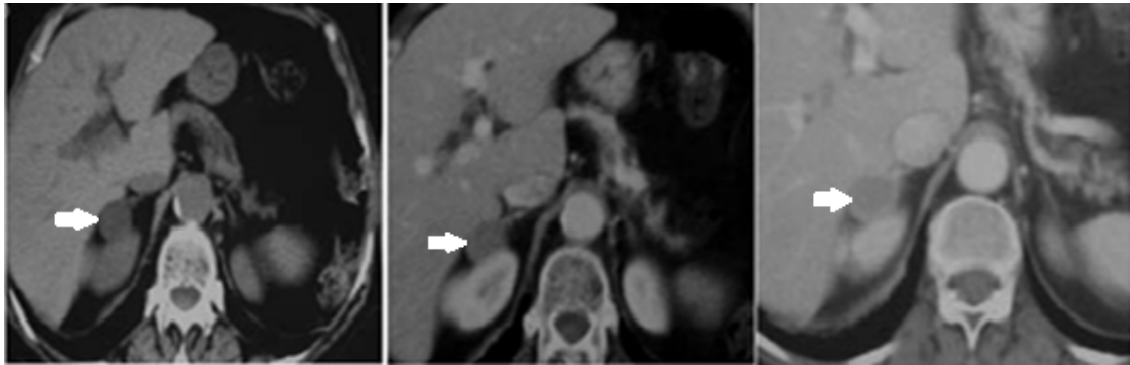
TDM abdominale en coupes axiales sans injection, et avec injection au temps portal et en temps tardif
